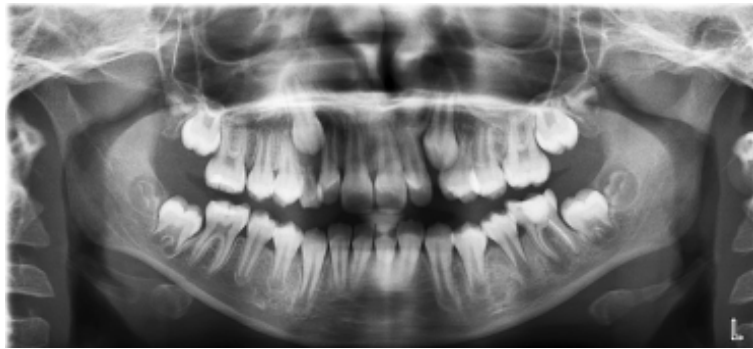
Ортопантомограма пацієнта 10 років:
